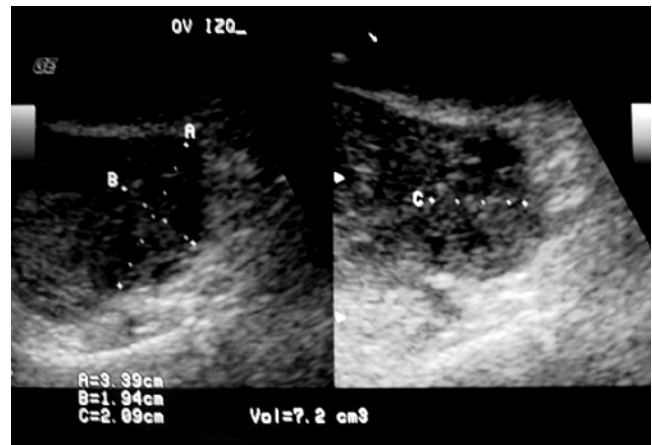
Ultrasonido pélvico donde muestra ovario izquierdo de características aparentemente normales.
